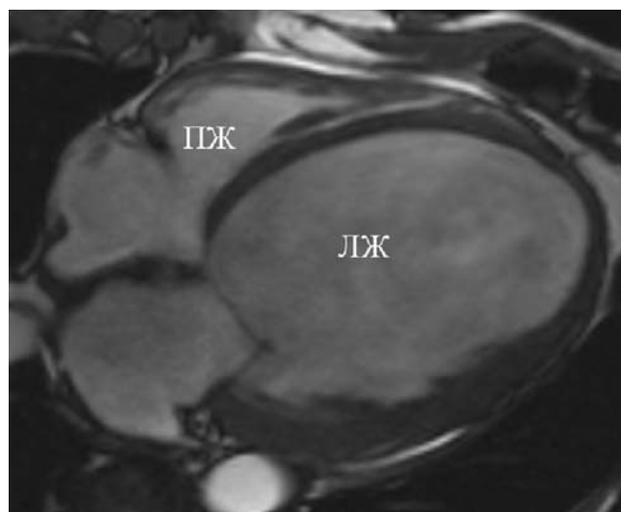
МР-томограмма четырехкамерного сечения сердца показывает уменьшение в объеме правого желудочка (ПЖ) за счет выраженного расширения полости левого желудочка (ЛЖ).
